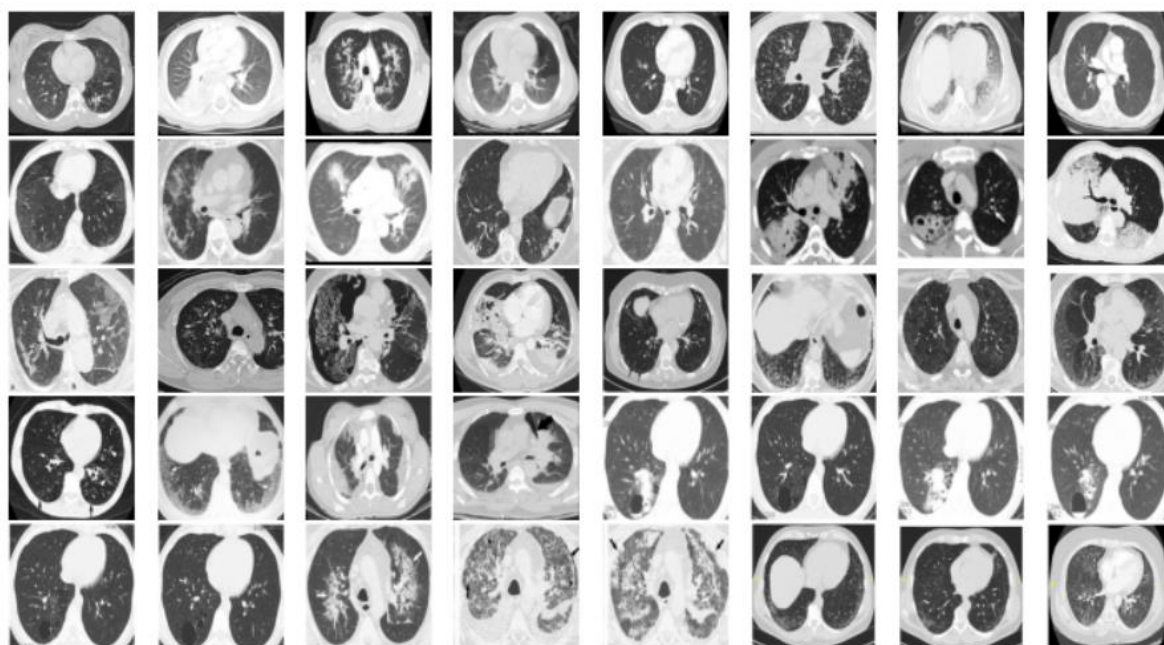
COVID-CT的影像(Negative COVID-19 CT Scan)
